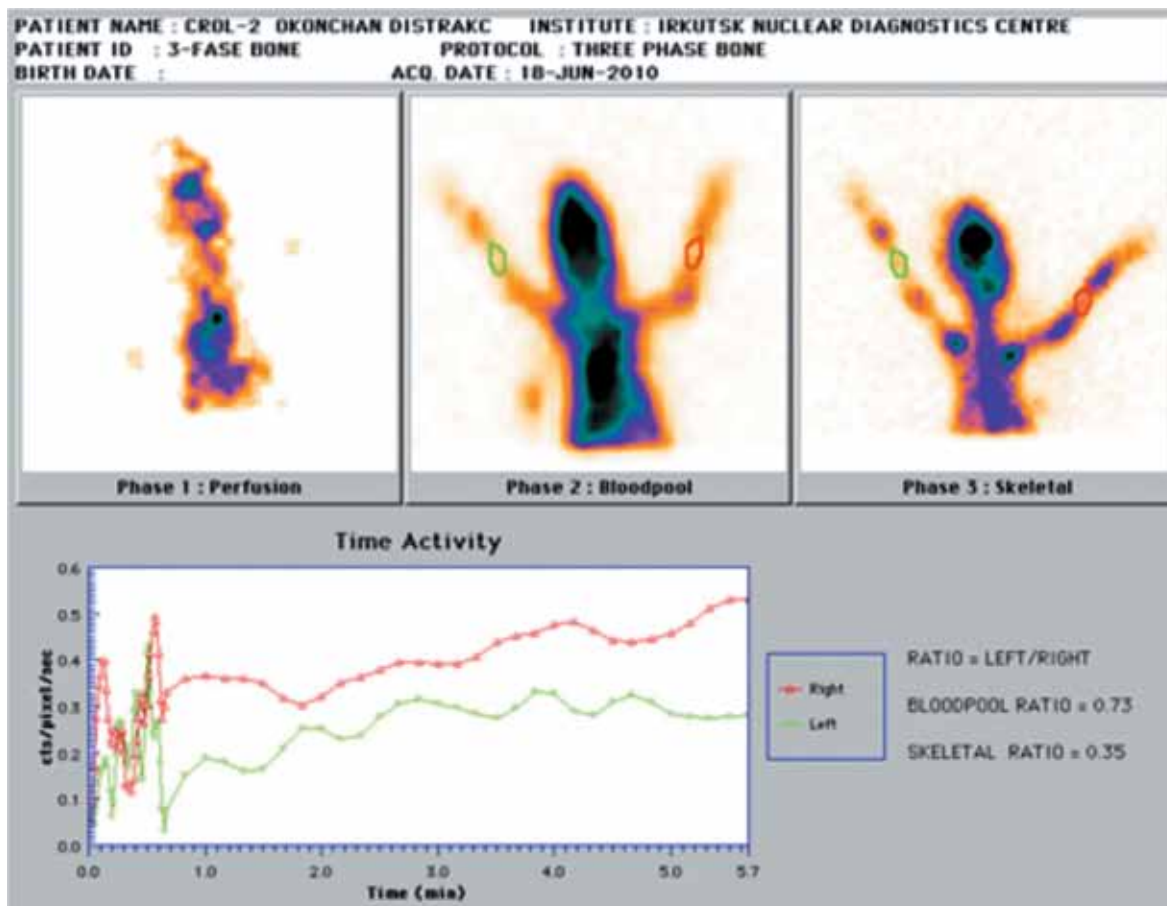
Остеосцинтиграмма. Кролик № 2 (группа 2, 10 суток distraction)
